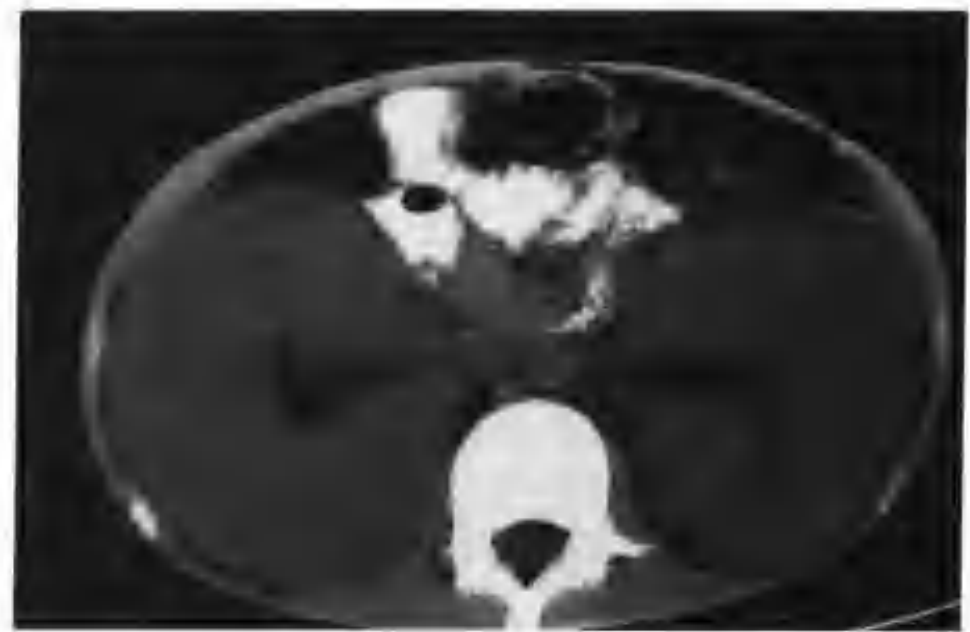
双肾淋巴瘤（CT 平扫双肾弥漫性增大，轮廓清楚，肾实质增厚，等密度，腹膜后未见增大淋巴结）
